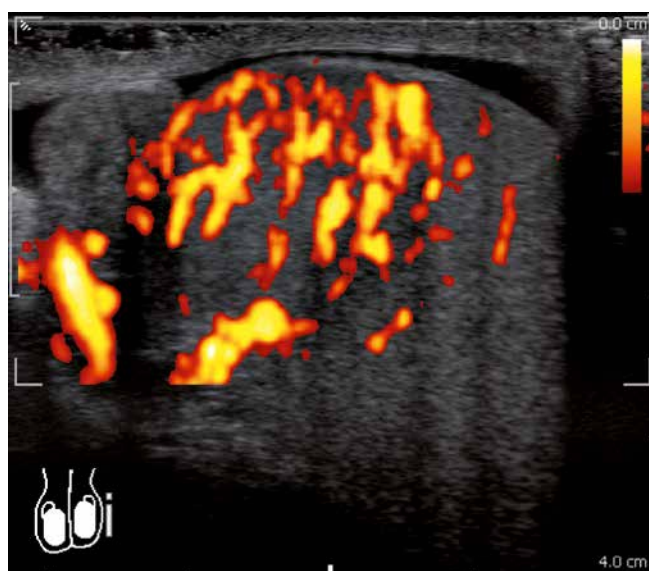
Ultrasound scan with power Doppler imaging. The examination confirms a significantly larger blood flow in the upper pole of the testis in the area of the previously found lesion
